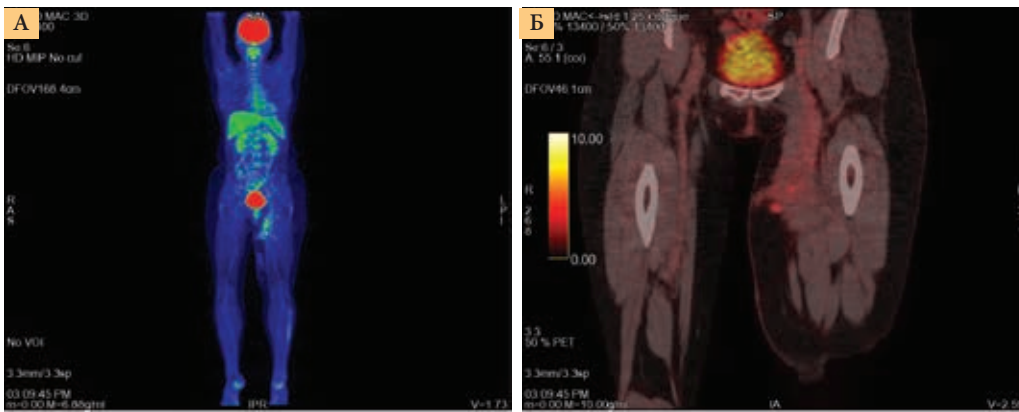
ПЭТ-КТ от 10 января 2019 г.: прогрессирование заболевания (А – уплотнение по внутренней поверхности левого бедра с диффузно-очаговым накоплением ФДГ, Б – КТ-признаки лимфостаза конечности)
